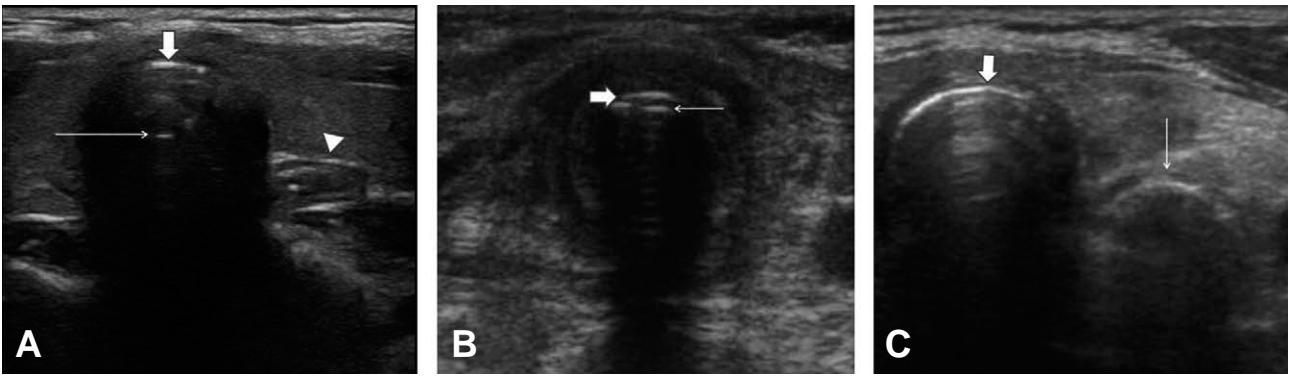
Ultrasound image of the airway on suprasternal notch area.
